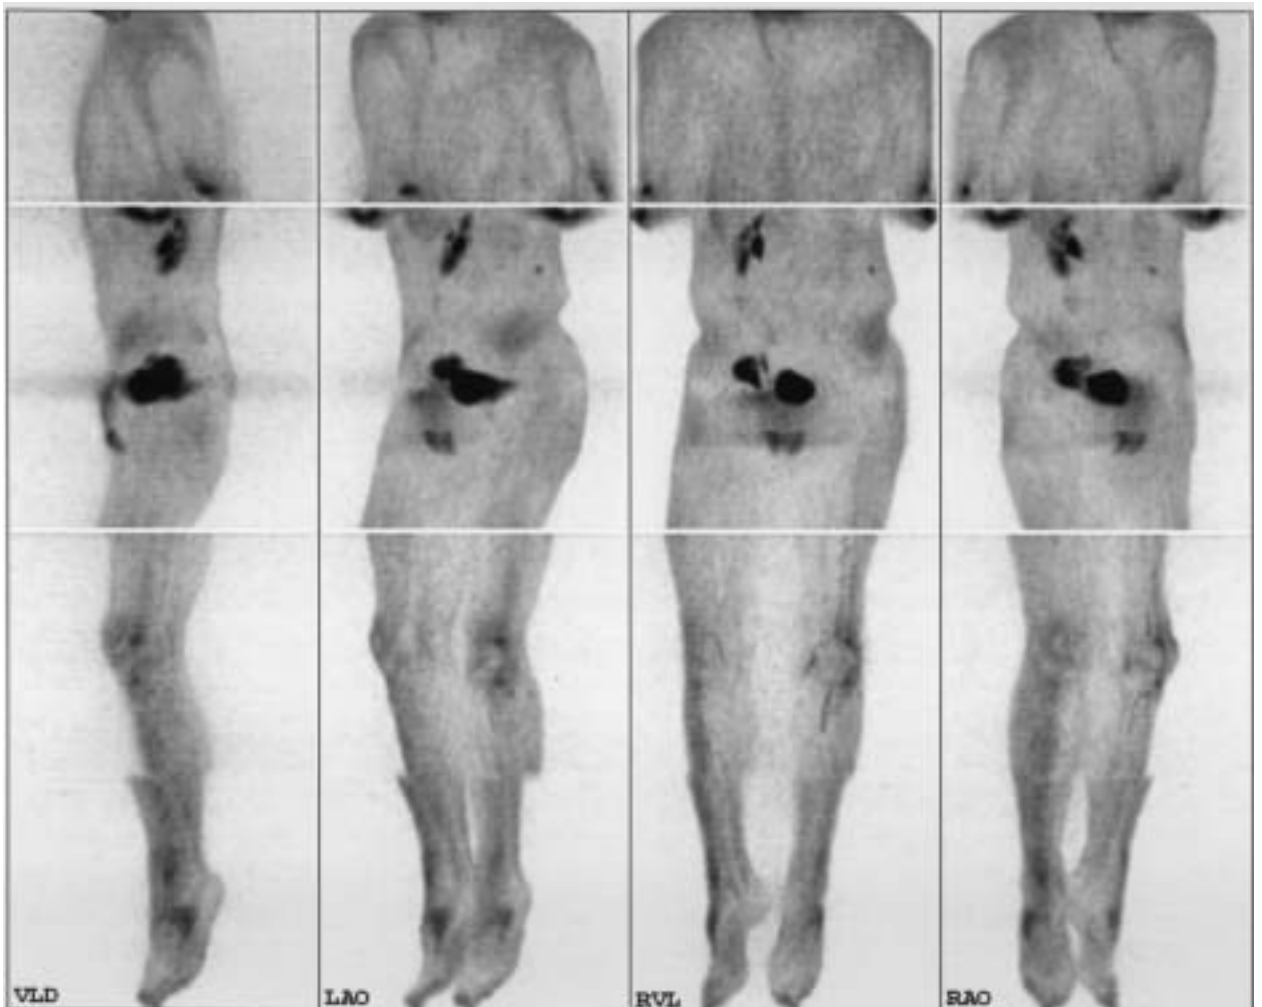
F-18-FDG-GK-PET bei einem 22-jährigen Patienten nach Femurteilersatz li. bei Chondrosarkom (vor 2 Jahre) und Lungenmetastasenentfernung (1 Jahr vor der Untersuchung); Verdacht auf Rezidiv im rechten Acetabulum. Man sieht hier deutliche Tracerakkumulation in Projektion auf das re. Acetabulum. Darüber hinaus diskrete, multiple Mehrbelegungen im Bereich des re. Lungenflügels. Die Diagnose des Chondrosarkom-Rezidivs im re. Acetabulum und der pulmonalen Metastasierung wurde später durch andere Verfahren bestätigt.
